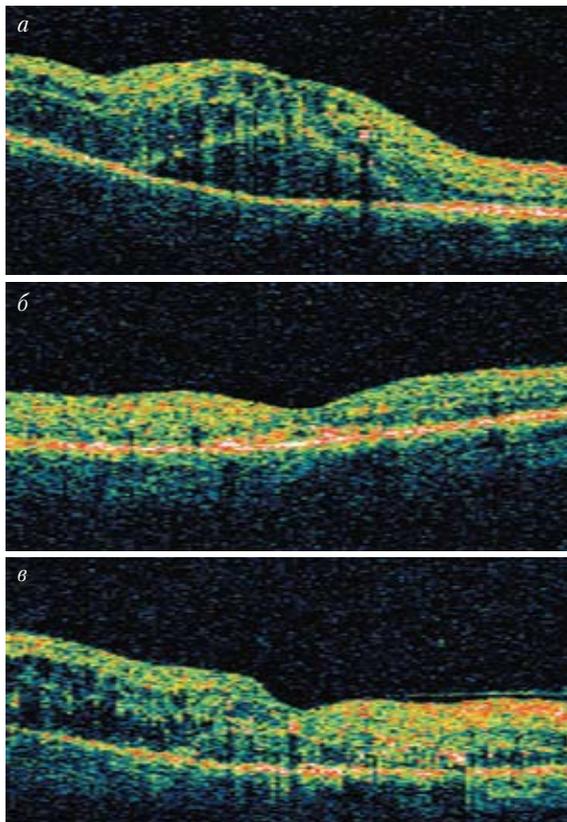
Томограмма макулярной области пациента с кистозным отеком до (а), через один (б) и через шесть месяцев (в) после введения ингибиторов ангиогенеза в стекловидное тело. Отмечается уменьшение, а затем рецидив макулярного отека
